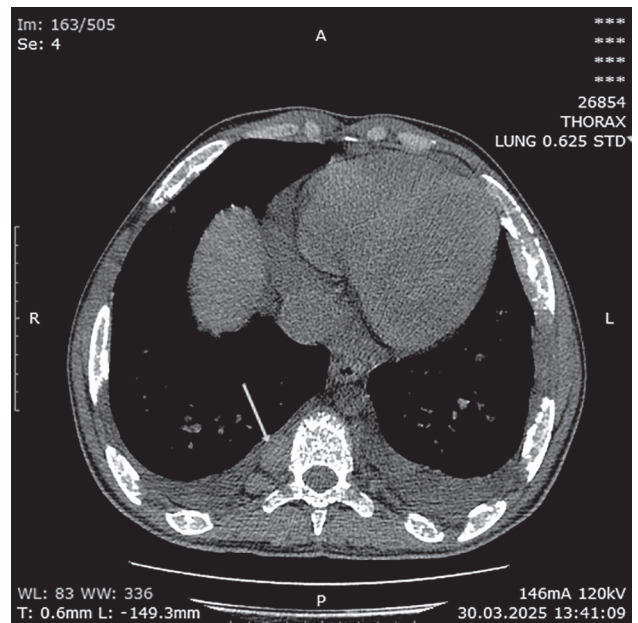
КТ органов грудной клетки. Паравертебральные очаги экстрамедуллярного гемопоэза в виде мягкотканых паравертебральных образований различного размера (стрелка), выпот в полости перикарда
